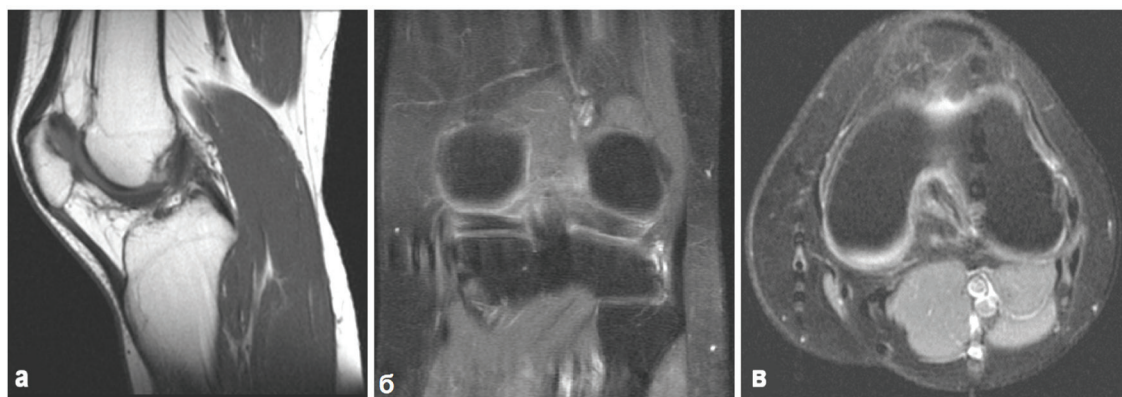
МРТ-контроль левого коленного сустава через 20 мес (а – режим T1 в сагиттальной проекции, б – режим T2 fs в коронарной проекции, в – режим T2 fs в аксиальной проекции).
